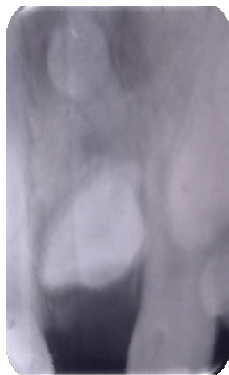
Radiografía periapical luxación intrusiva y mesiodents invertido.
